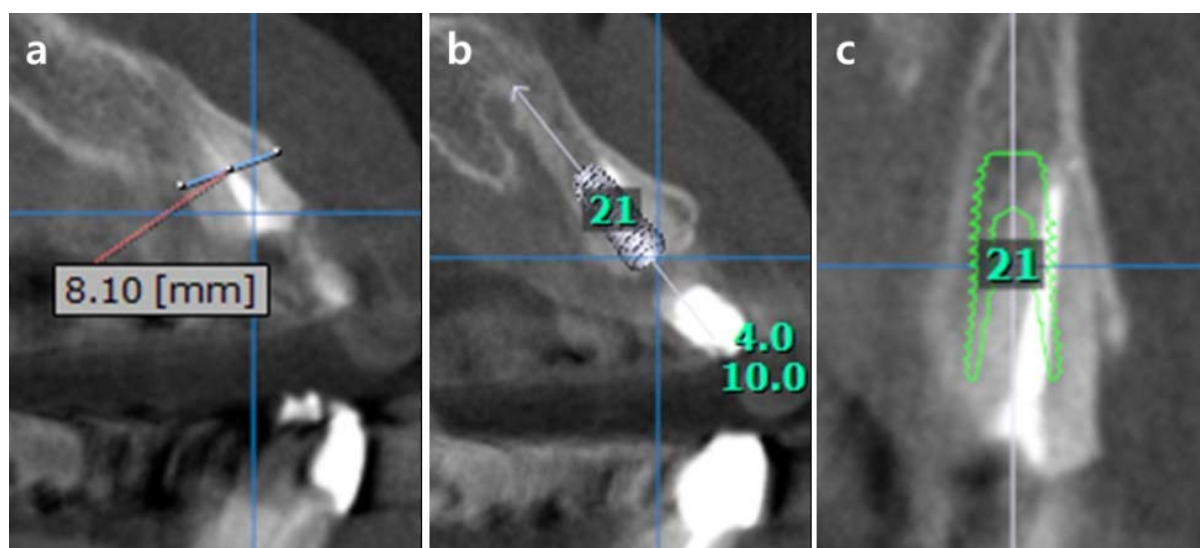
Cone-beam CT showing the sagittal plane at the site of implant placement (a) width of the alveolar ridge was measured at approximately 8 mm, which is sufficient for the placement of a standard diameter implant. (b, c) Planning of the location of implant fixture (4.0 x 10 mm) on the palatal wall of the extraction socket.
